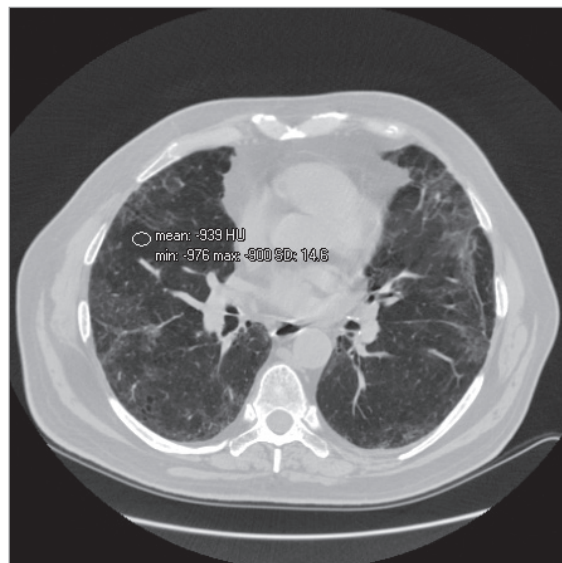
Аксиальный срез КТ ниже уровня бифуркации трахеи больного К. от 01.07.2021 (контроль через 2 месяца) с денситометрическими показателями
